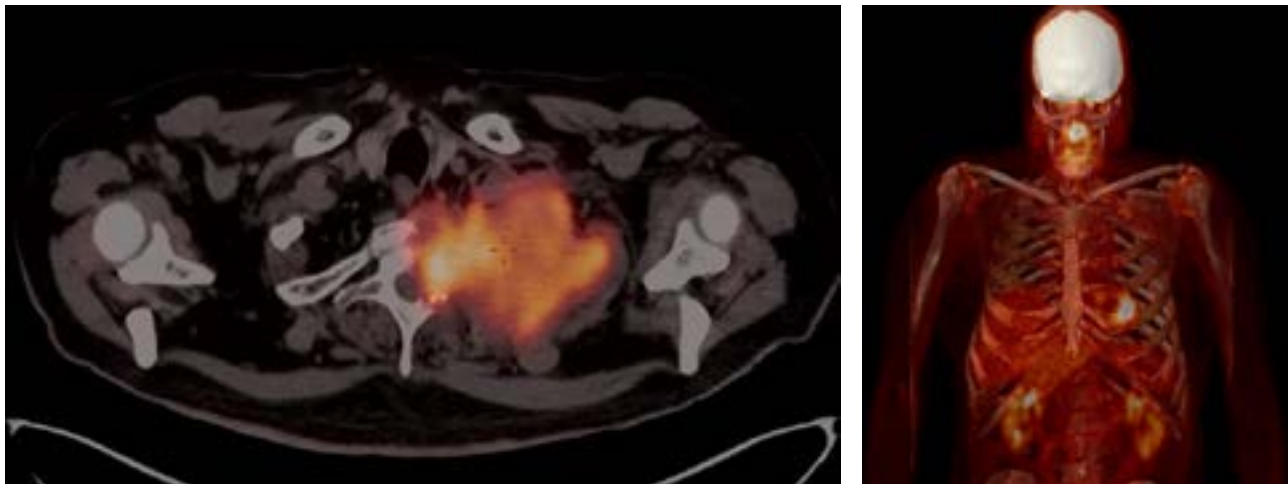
PET-TC al diagnóstico
